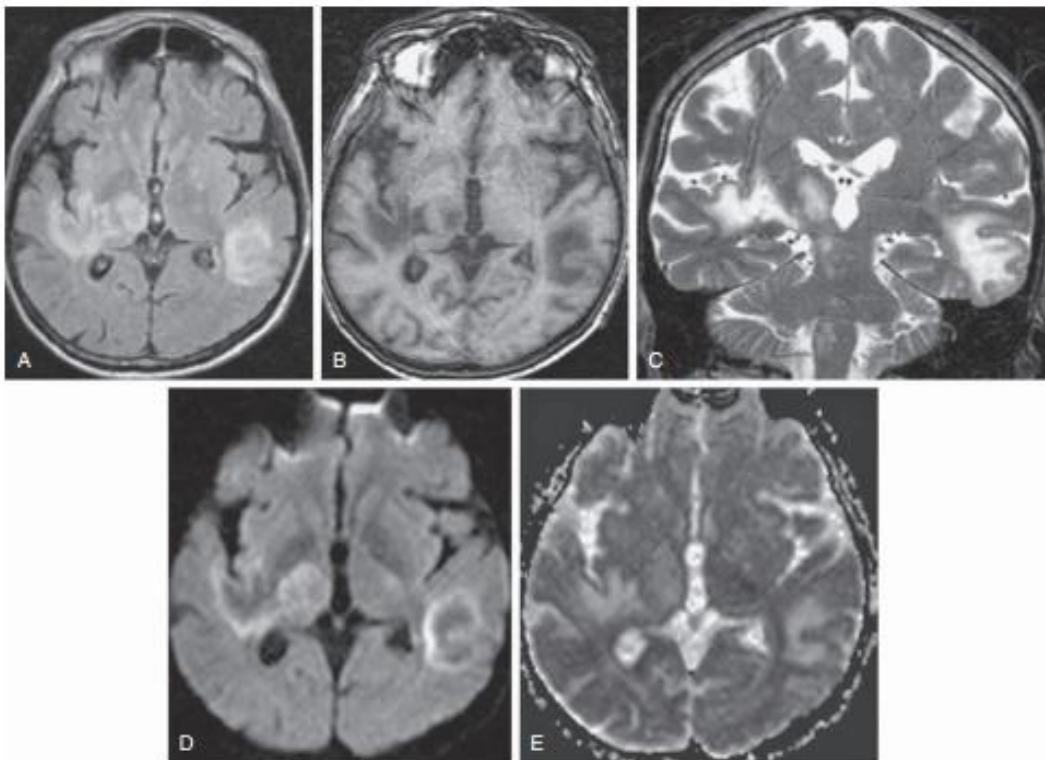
Une LEMP chez un patient atteint du SIDA s'est présentée aux urgences avec des troubles de la conscience. IRM cérébrale objective des anomalies de signal de la substance blanche sous corticale étendues aux fibres U pariétales bilatérales et du thalamus droit en hyper signal FLAIR (A) hypo signal T1 (B), hyper signal T2 (C), avec restriction périphériques sur la diffusion ,un centre en hypo signal (D) avec cartographie de l'ADC élevé au centre (E) [25].
